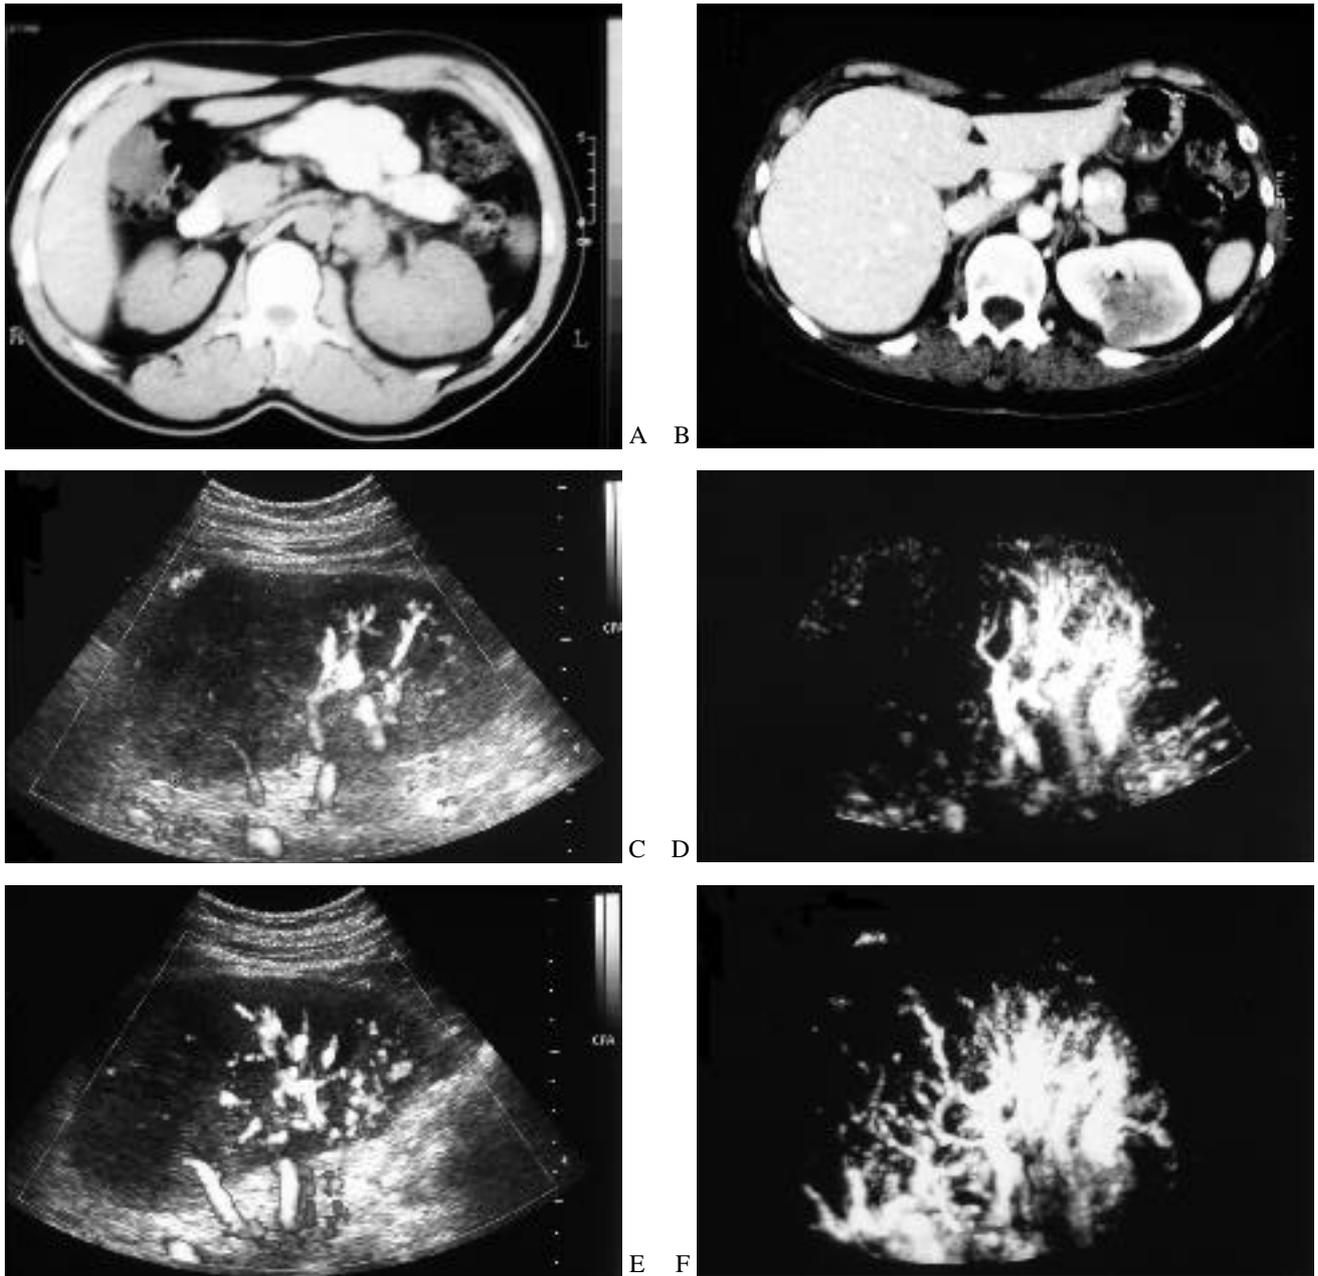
Adénocarcinome à cellules claires du rein. A) Aspect scanographique : lésion polaire supérieure isodense, présentant un faible rehaussement après injection de contraste iodé (B). C) Aspect en mode Doppler puissance, et D) reconstruction 3D avant injection : très peu de vaisseaux sont visibles dans la lésion, en comparaison du pôle inférieur. E) Rehaussement important en mode puissance après injection de 1,2 ml de Sonovue (BR1, Bracco). F) Reconstruction 3D permettant de visualiser une partie de l'architecture vasculaire lésionnelle.
